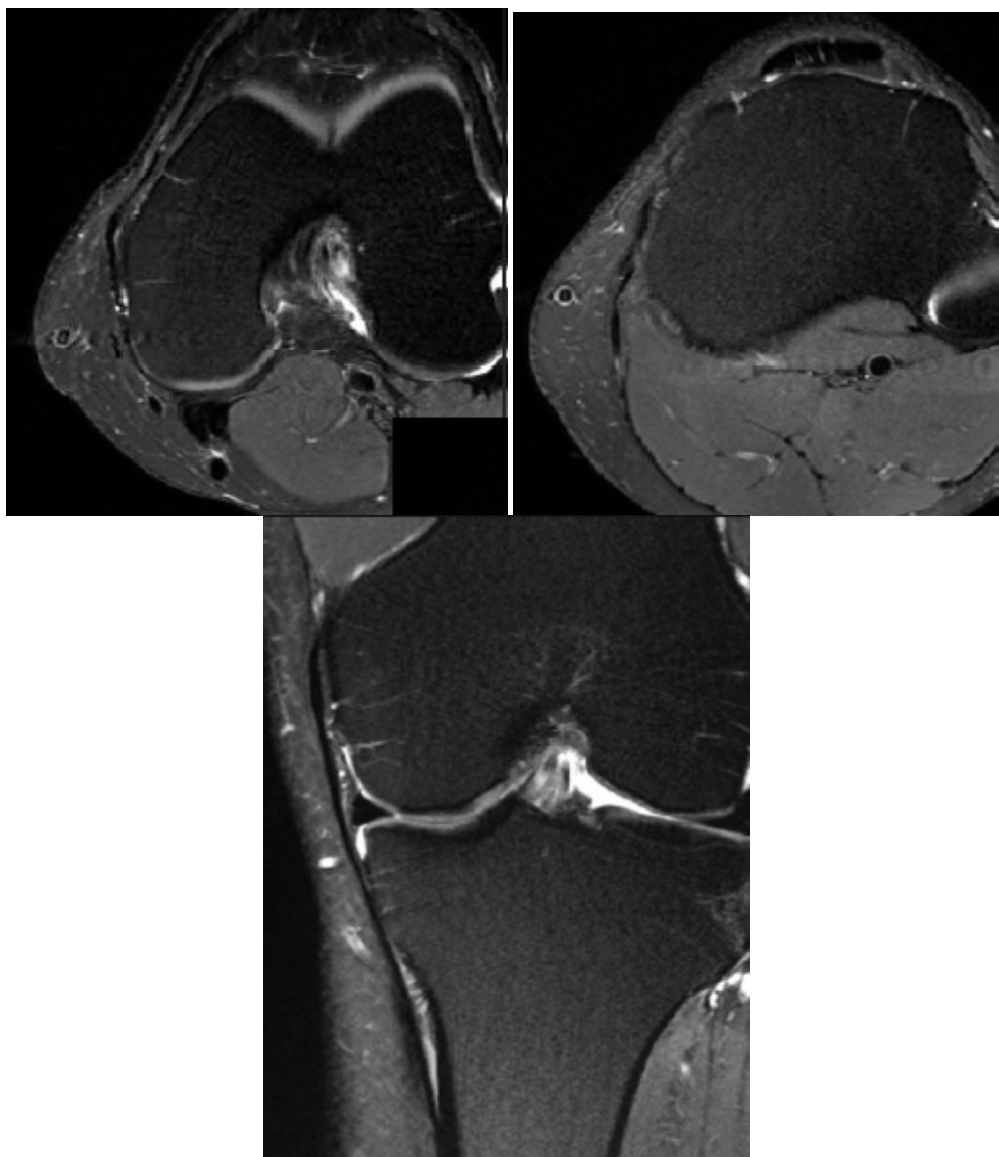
Aspect normal du ligament collatéral médial sur l'IRM [13]
